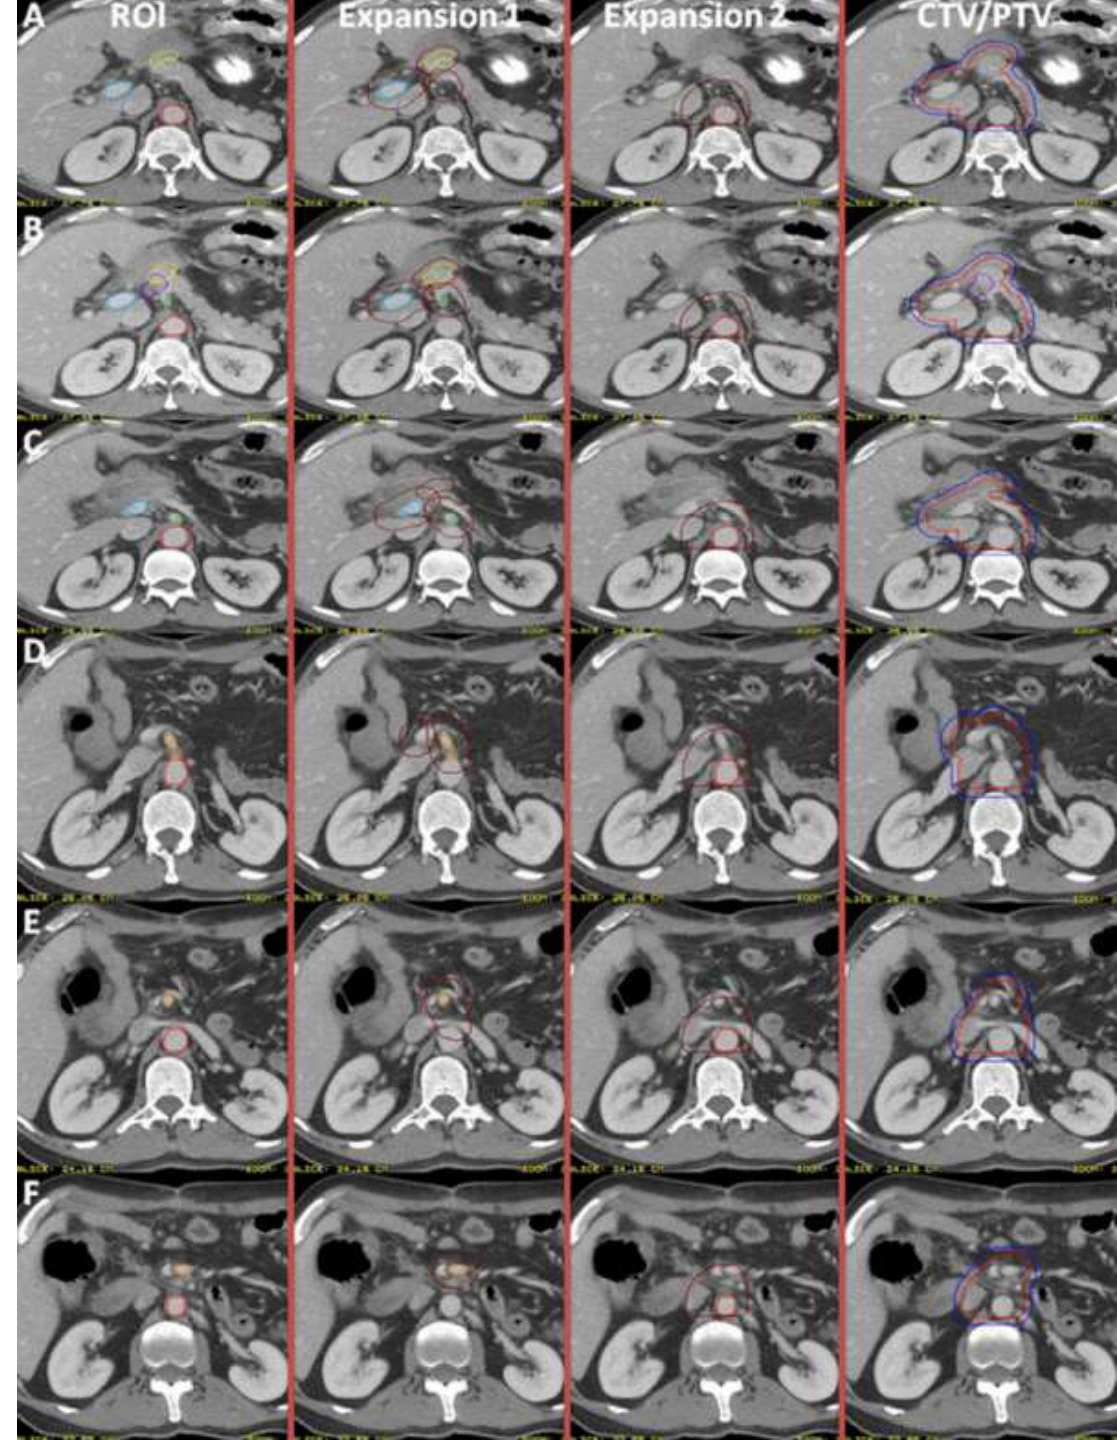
Axial computed tomographic imaging of a patient after pancreaticoduodenectomy, demonstrating the regions of interest outlined in the contouring guidelines: portal vein (PV), pancreaticojejunostomy (PJ), aorta, superior mesenteric artery (SMA), celiac artery (CA), and the tumor bed.
